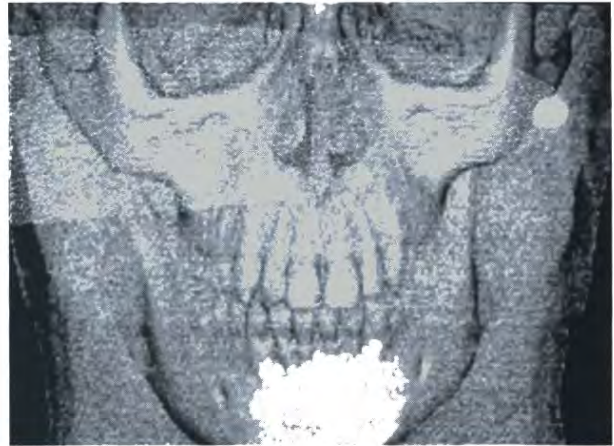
Aspecto frontal do maciço ósseo facial, em imagem de TAC 3D: desvio do mento para a esquerda, aumento de volume do ramo ascendente e horizontal da mandíbula provocando mordida aberta à direita.
